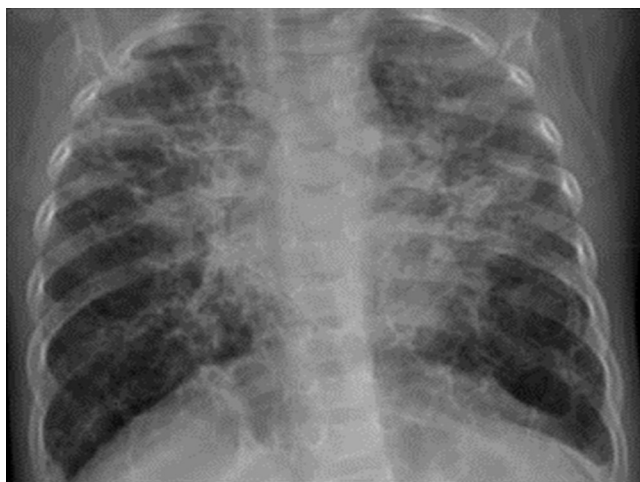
A chest x-ray revealed that lung base has increased lucency due to cystic change, hyperinflated lungs with a reticular pattern.
